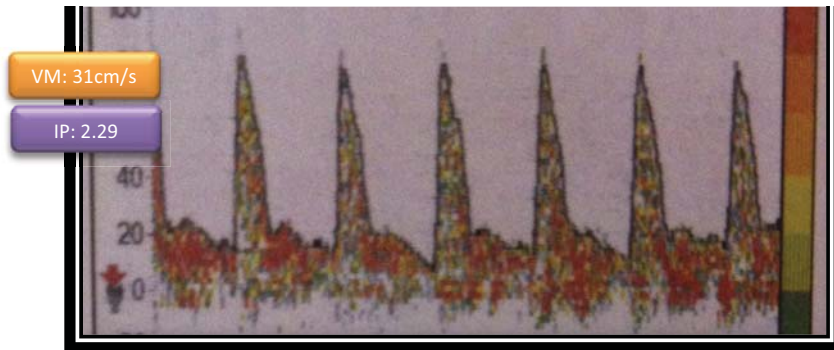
Doppler en un paciente con aumento en la presión intracraneana, con aumento de la VSP, caída de la VDP y aumento del IP.
